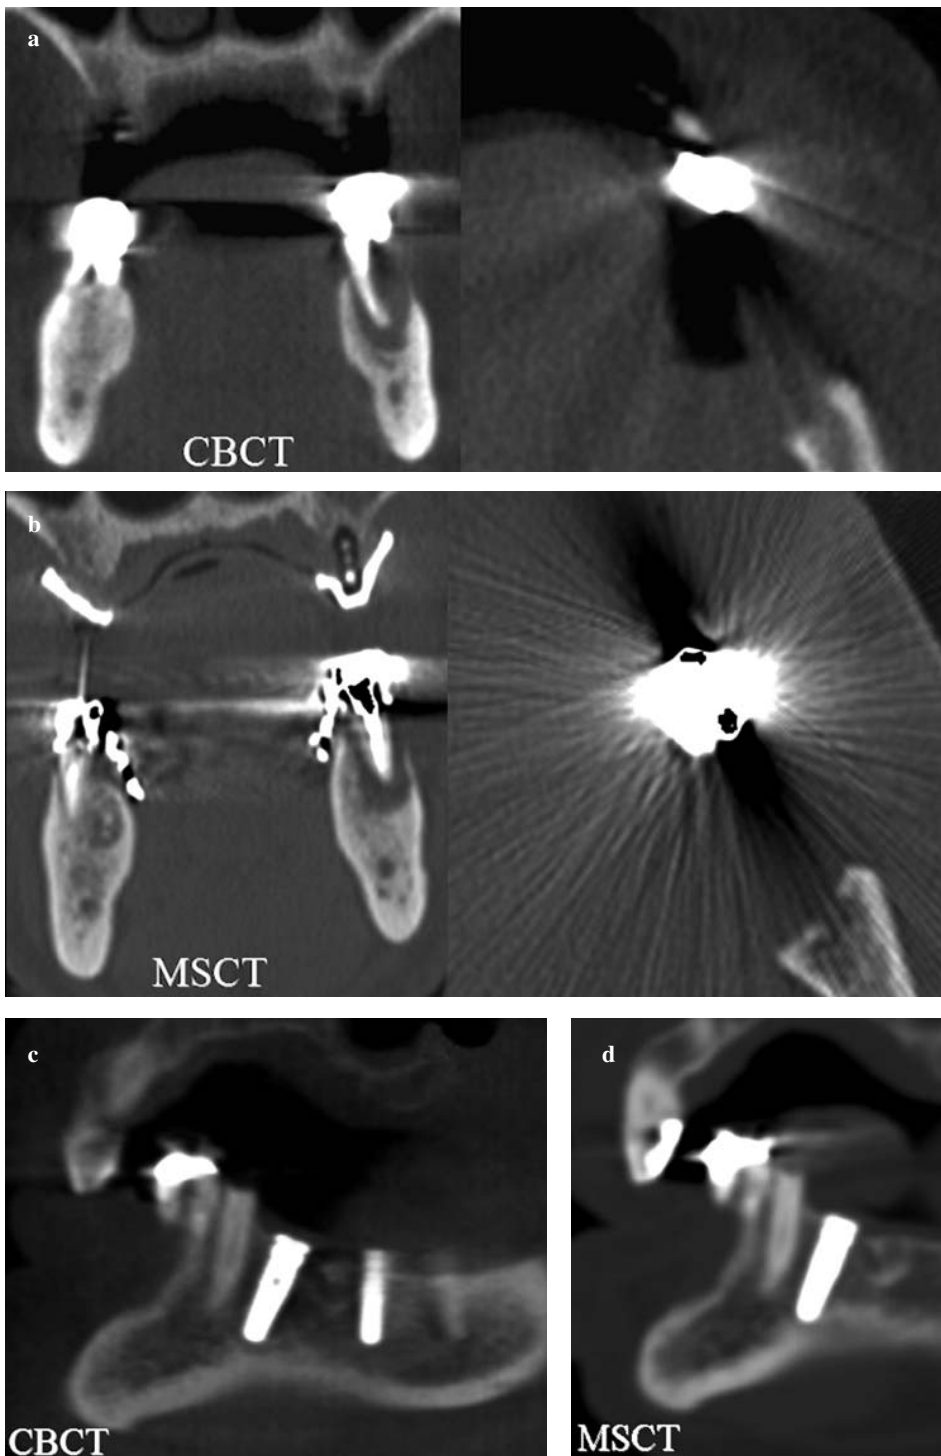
Comparative images of patients studied with CBCT and MSCT with optimised protocol: artefacts due to dental-care materials (coronal and axial images, a,b) and dental implants (cross-sectional images, c,d). Weaker artefacts occurred at CBCT (a, c) than at MSCT (b,d).
